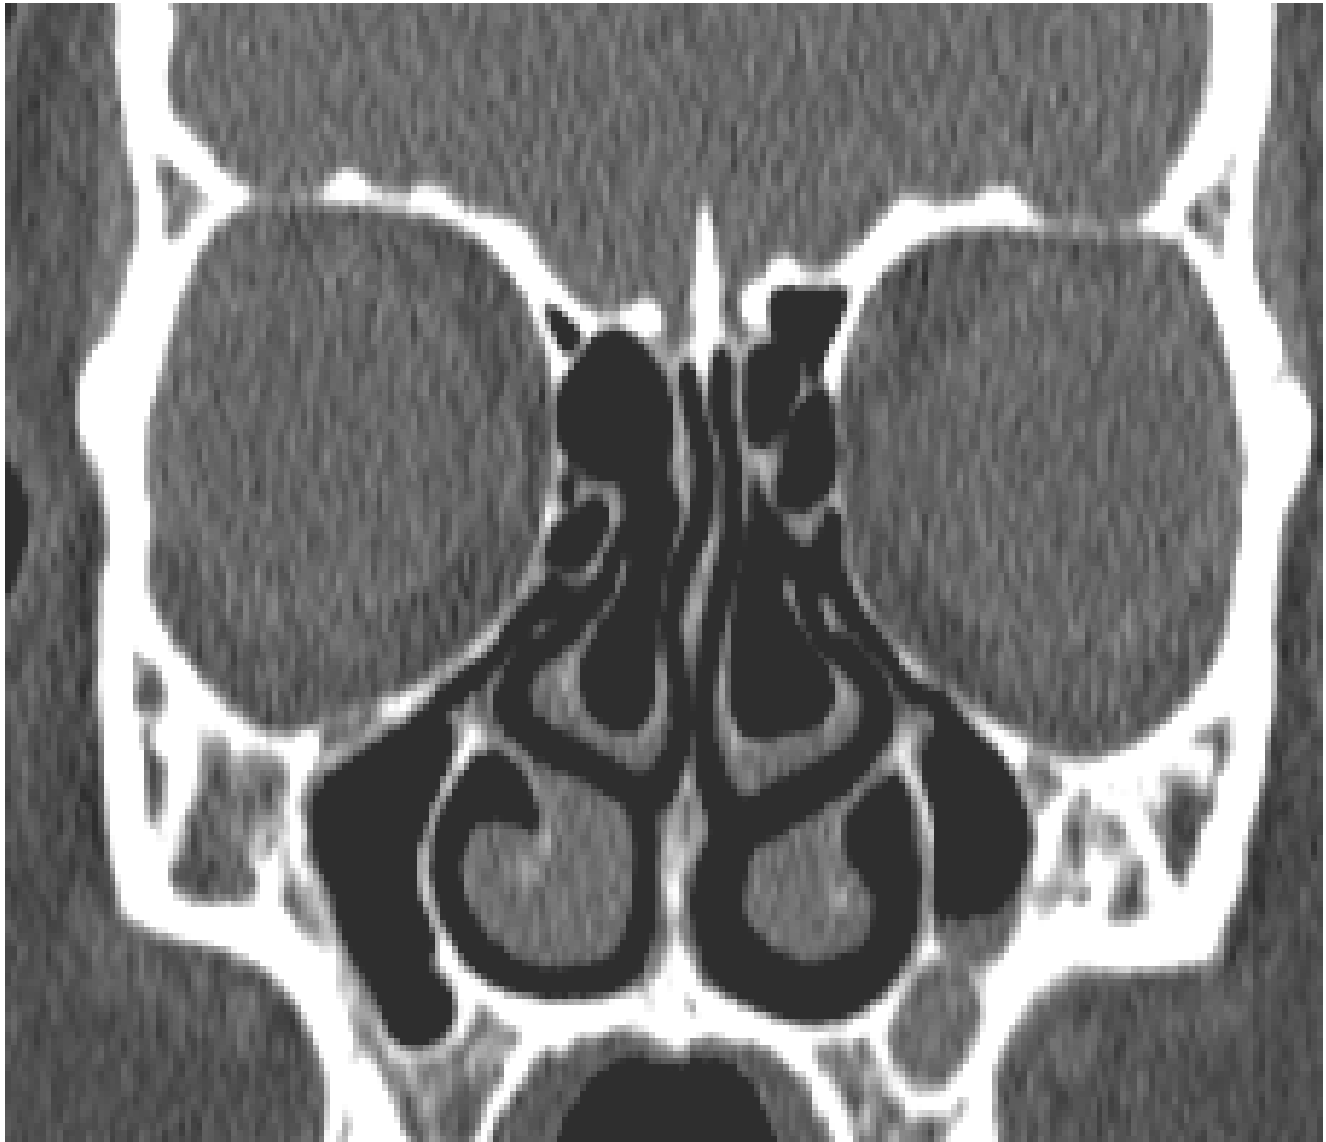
Image TDM en coupe coronale montrant une concha bullosa bilatérale.
